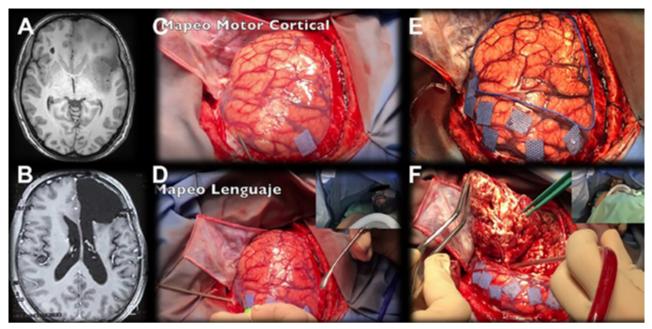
Paciente joven masculino con antecedentes de convulsiones, en cuyo contexto se diagnostica un glioma de bajo grado frontoinsular izquierdo. A. Cortes axiales de secuencia T1 de RMN que evidencian área hipointensa en topografía de F3 e ínsula izquierda con discreto efecto de masa asociado. B. Secuencia T1 con contraste de cortes axiales de RMN postquirúrgica del paciente. No ha presentado crisis comiciales posteriores a la resección tumoral. El paciente presentó una leve disfasia transitoria postquirúrgica, de la cual se recuperó en forma completa en el lapso menor a 1 mes con rehabilitación fonoaudiológica. C-F. Fotografías intraquirúrgicas en instancias previas y durante resección tumoral, utilizando límites funcionales cortico-subcorticales obtenidos durante estimulación cortical intraquirúrgica, como márgenes de resección, con el paciente despierto.
